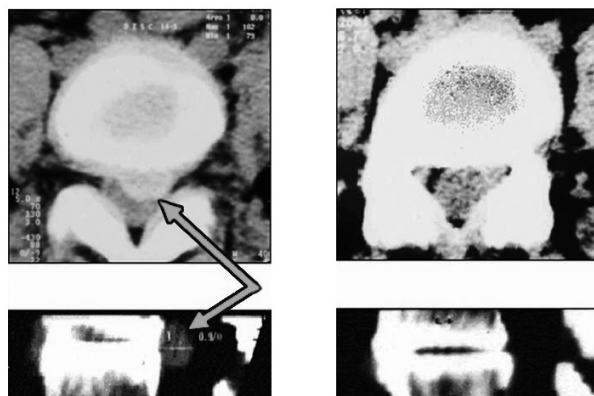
Томограмма межпозвоночного диска: а — до лечения (грыжа указана стрелкой); б — после лечения
